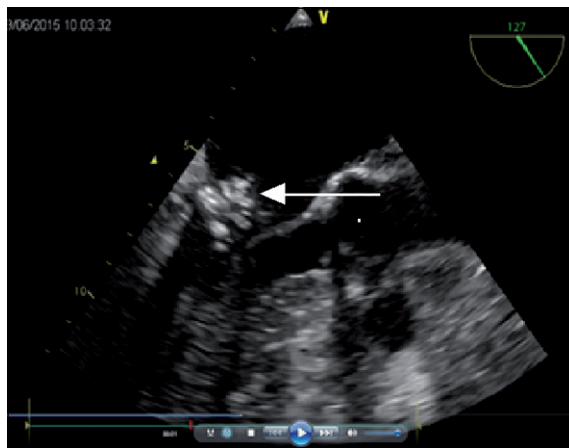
Ecocardiografía 2D que muestra la vegetación móvil situada en el lado arterial de la válvula mitral cerca de la unión mitro-aórtica.
